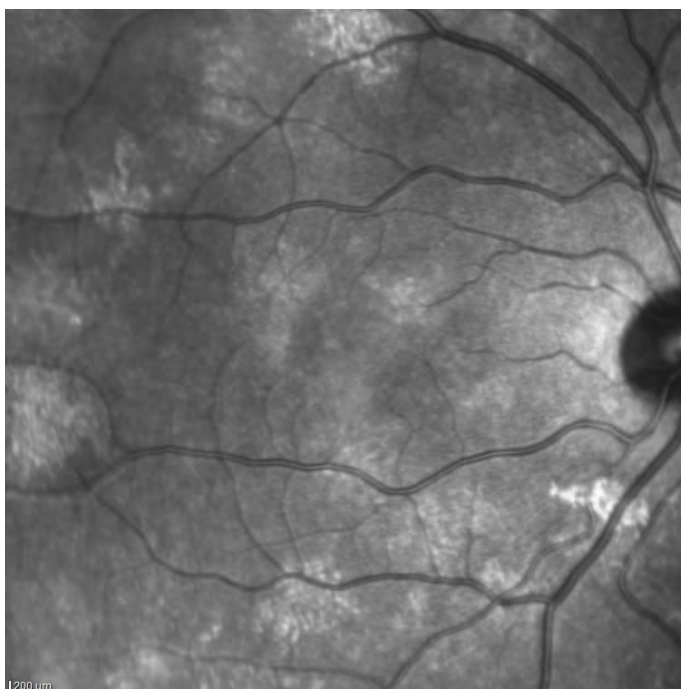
Imagen infrarroja del fondo de ojo obtenida al realizar una tomografía de coherencia óptica macular. Se aprecian múltiples lesiones brillantes (hiperreflectivas) que se corresponden con los nódulos coroideos típicos de los pacientes afectados de neurofibromatosis tipo 1.
